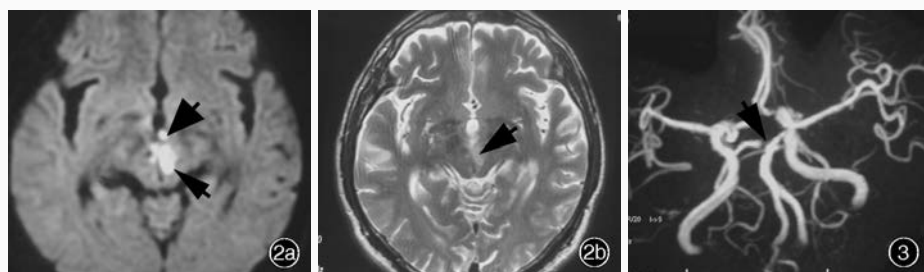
头部 MRI 检查所见 2a 横断面 DWI 显示双侧中脑近中线异常高信号(细箭头所示),乳头体点状高信号(粗箭头所示) 2b 横断面 T₂WI 显示双侧中脑近中线异常高信号(箭头所示) 图 3 MRA 显示右侧大脑后动脉 P1 段重度狭窄(箭头所示)
